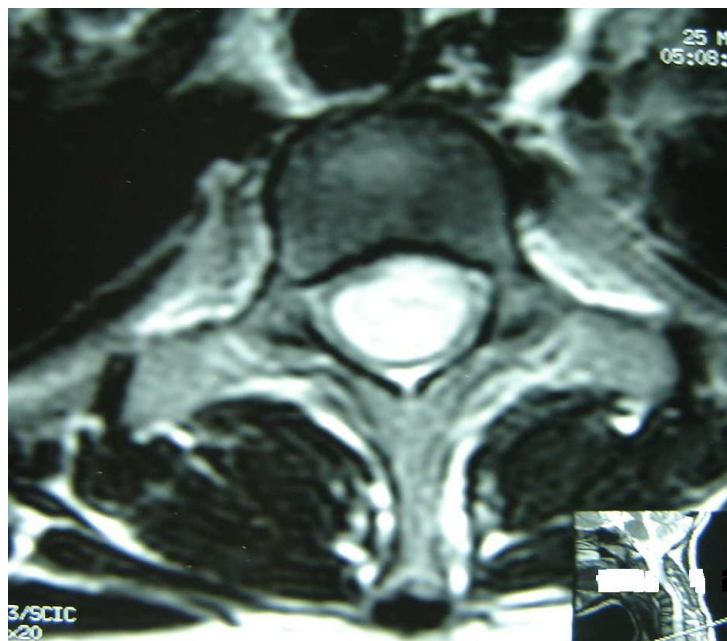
IRM dorsale en coupe axiale T2, la tumeur occupe toute la largeur de la moelle. Il s'agit d'un glioblastome panmedullaire. (Cas n° 16)
